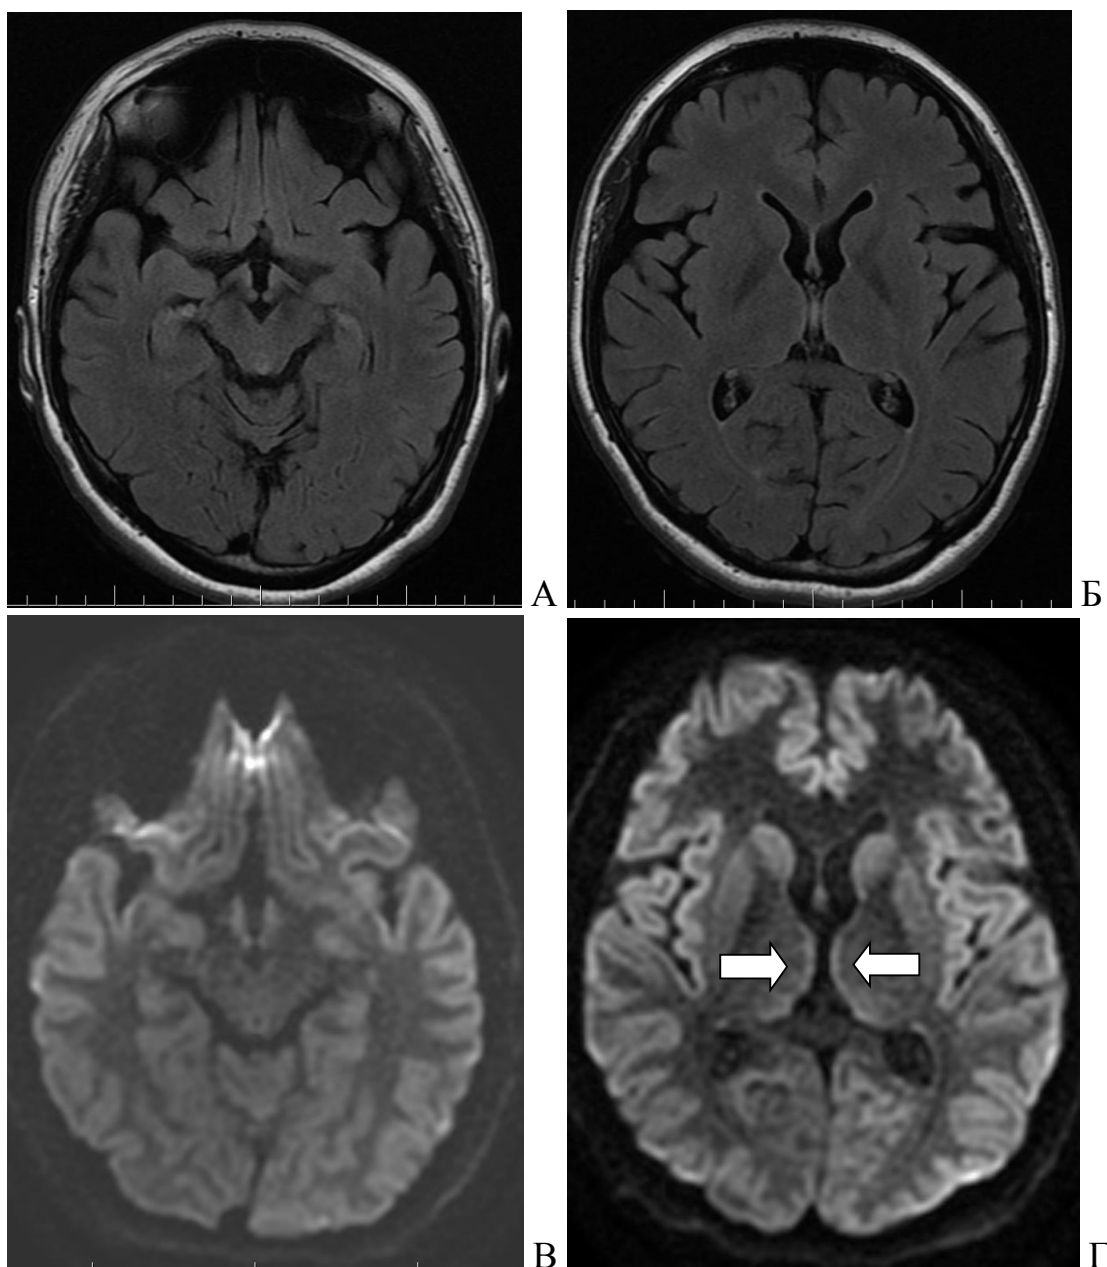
Магнитно-резонансная томография головного мозга пациента с энцефалопатией Вернике.
